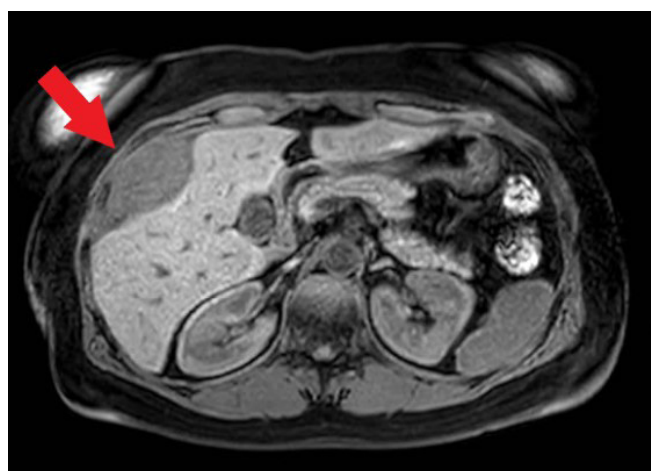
Resonancia magnética de abdomen con contraste. LOE subcapsular que comprime al hígado en segmento VIII y V con aumento de tamaño respecto a TAC previo.
